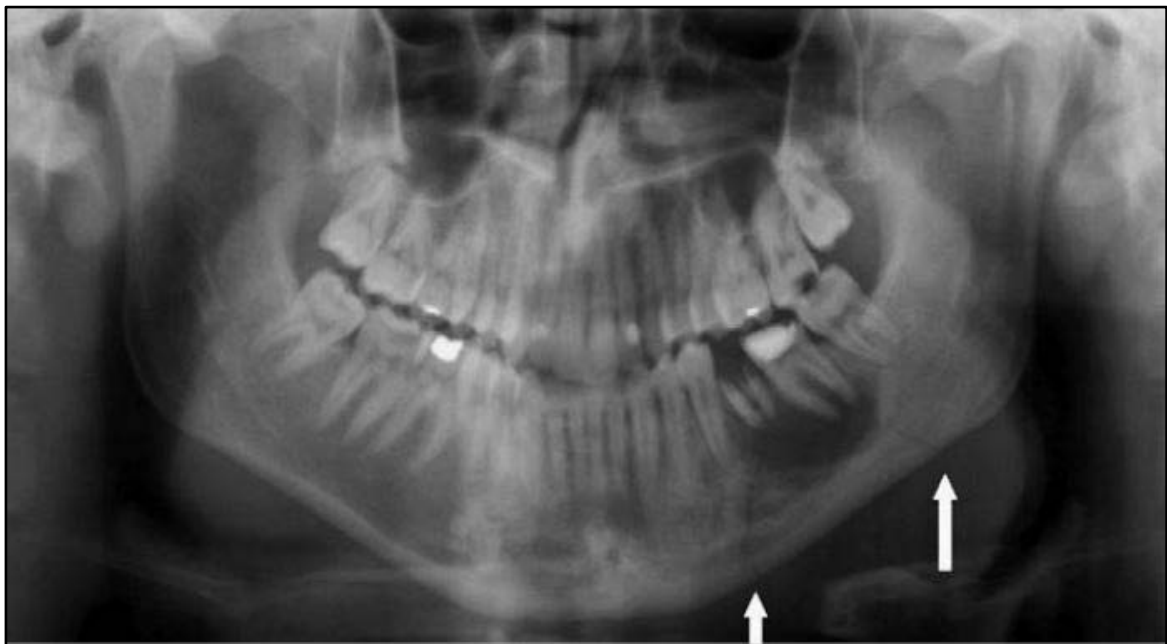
Radiographie panoramique dentaire montrant une lésion lacunaire opaque en regard des dents 35 et 36. Remarquez la fracture pathologique (flèche blanche).
